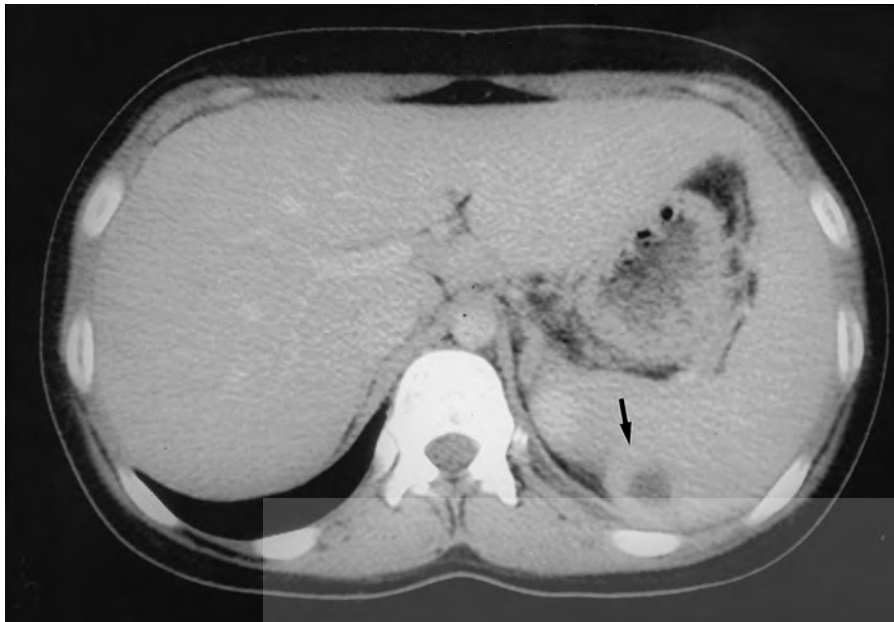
Absceso esplénico por *Bartonella henselae*. TC con contraste donde puede observarse una lesión redondeada de baja densidad y tenue captación periférica en la porción posterior del bazo.
